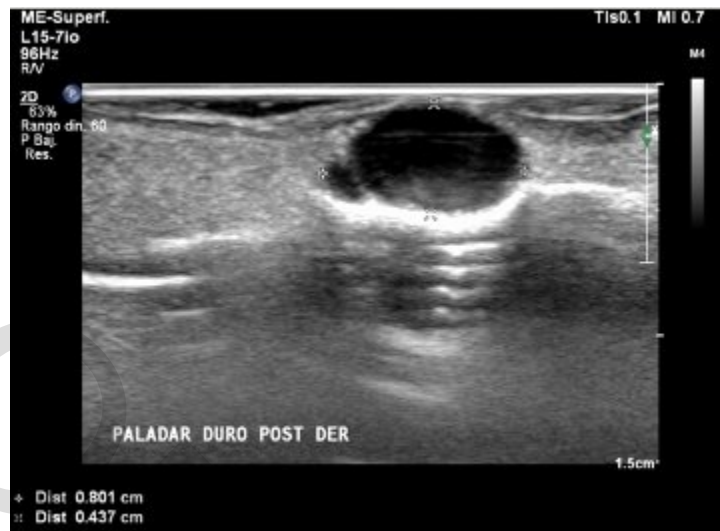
Ecografía paladar duro. Lesión hipoecogénica de aspecto quístico en el sector posterior derecho de paladar duro, con contenido denso.
